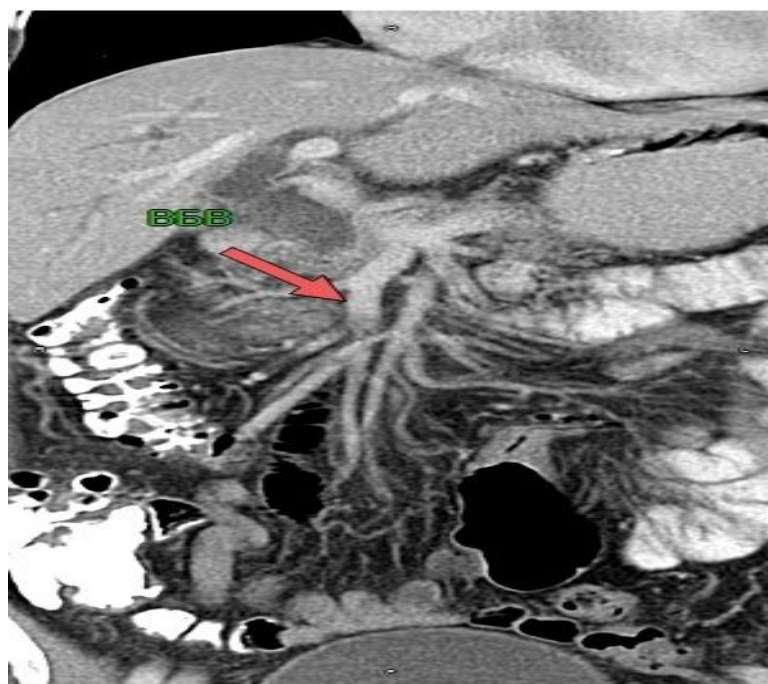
КТ с расширенной верхней брыжеечной веной пациента К., находившегося на лечении с диагнозом: тяжелая сочетанная травма
